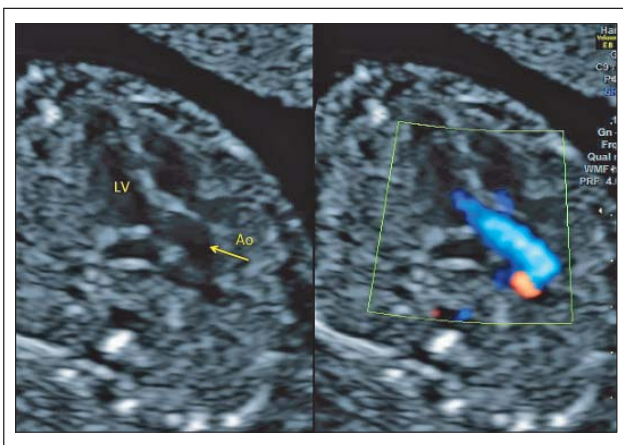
Fetale Echokardiographie der 19. SSW: Darstellung des linksventrikulären Ausflusstraktes im 2D-Bild und Farbdoppler-Bild. Der Fetus befindet sich in einer zephalen Position (Kopf unten). LV: linker Ventrikel, Ao: Aorta
